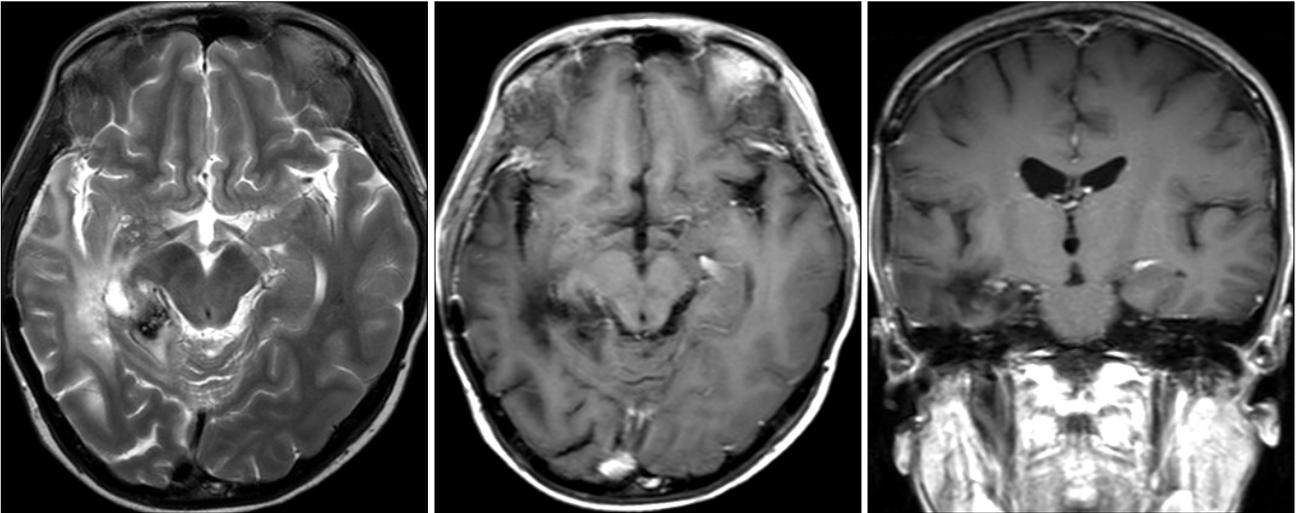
Follow-up MRI 18 months after treatment of concomitant radiation and Temodal® chemotherapy. There was no evidence of tumor recurrence.
